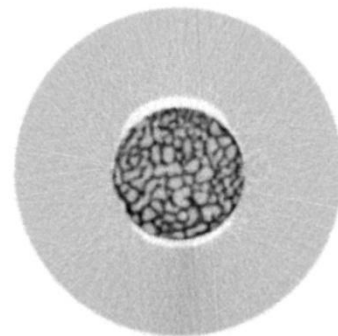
Micro-CT-Aufnahme der KBK
